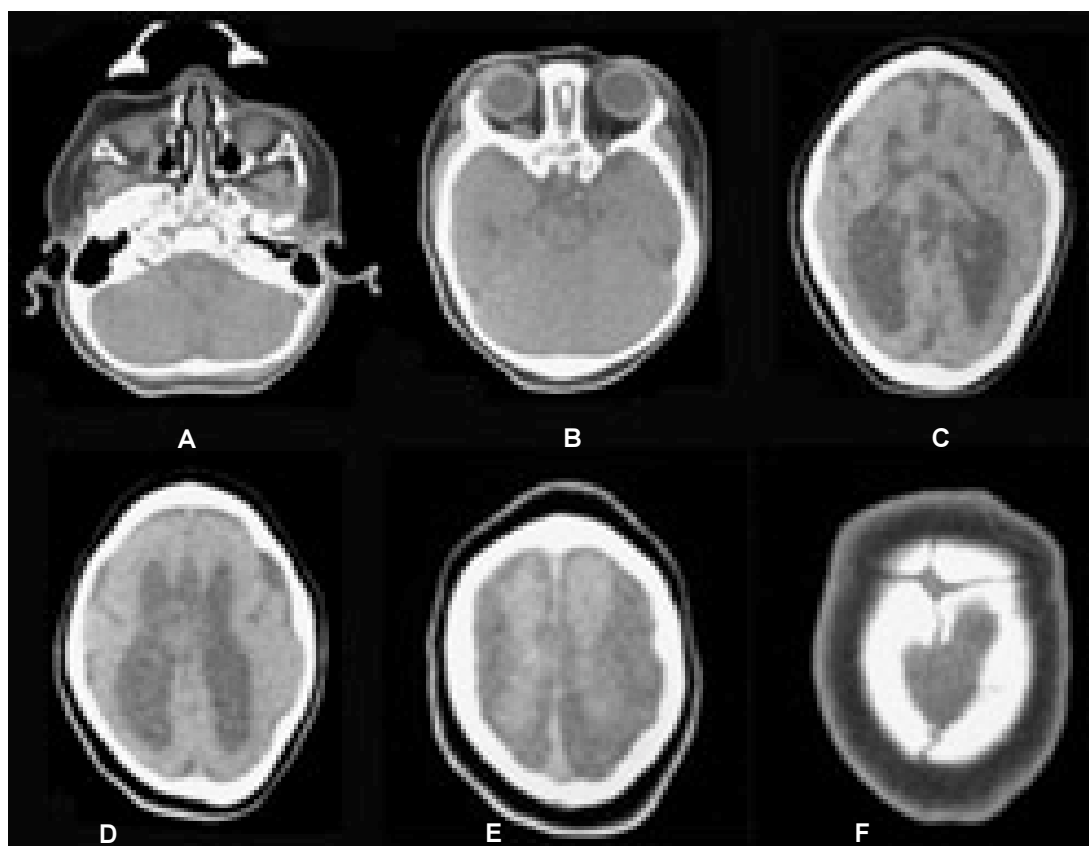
Escafocefalia (dolicocefalia, cabeza en canoa) en un niño de nueve meses de edad. En la TC en cortes axiales, se observa un aparente hipertelorismo, con disminución del espacio interorbitario, probablemente en relación a falta de desarrollo de la bóveda craneal, y el eje anteroposterior es desproporcional al eje transversal. Existe aumento en la densidad y disminución del espacio de las suturas temporooccipitales (predominantemente lado derecho), cierre casi completo de la sutura metópica. Hay colpocefalia, con un tercer ventrículo alto cabalgado y ventrículos laterales no convergentes, lo que indica disgenesia del cuerpo calloso.
